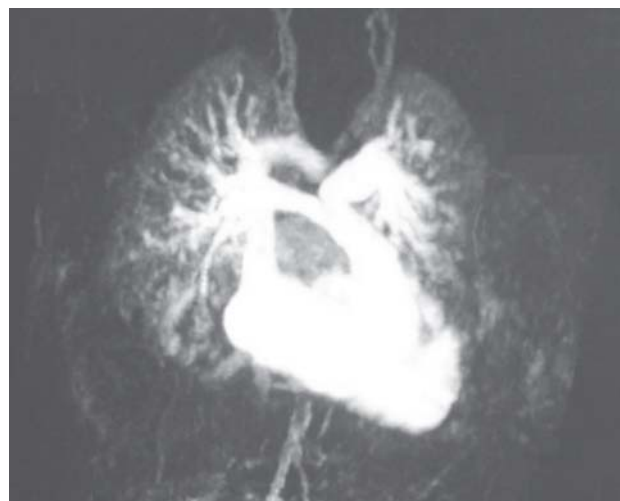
Angiorressonância nuclear magnética avaliando as artérias pulmonares e a via de saída do ventrículo direito
